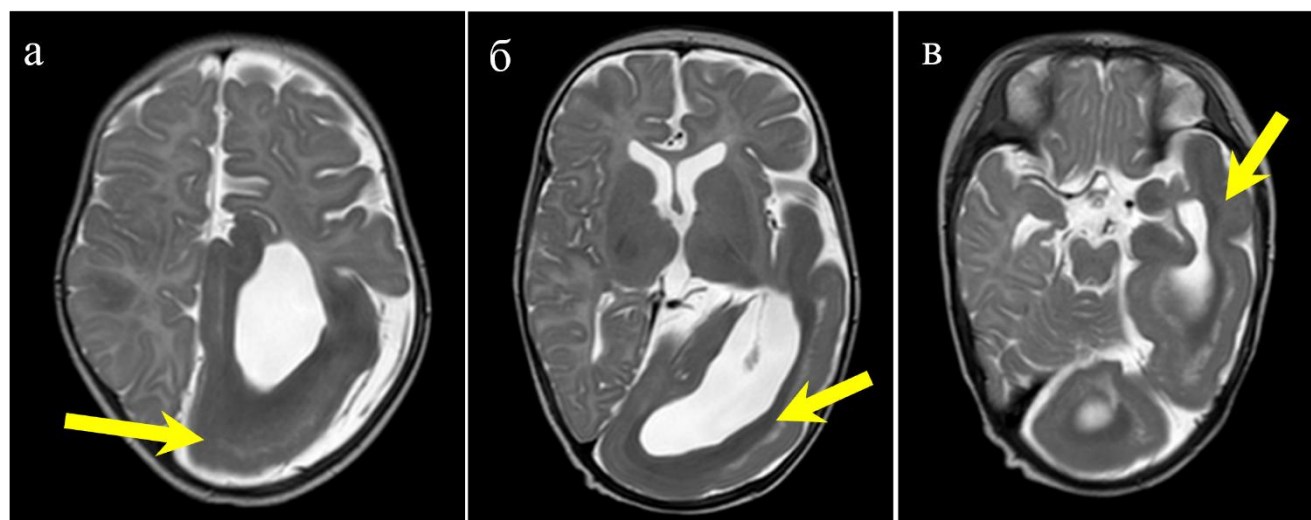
МРТ ребенка в возрасте 3 мес.: (а-в) T2-ВИ, аксиальные срезы, визуализируется диффузная дисплазия коры левой теменно-затылочно-височной области и отклонение полюса левой затылочной доли в контралатеральную сторону, характеризующееся гипоинтенсивным сигналом, гемимегалэнцефалия слева [собственное наблюдение]
